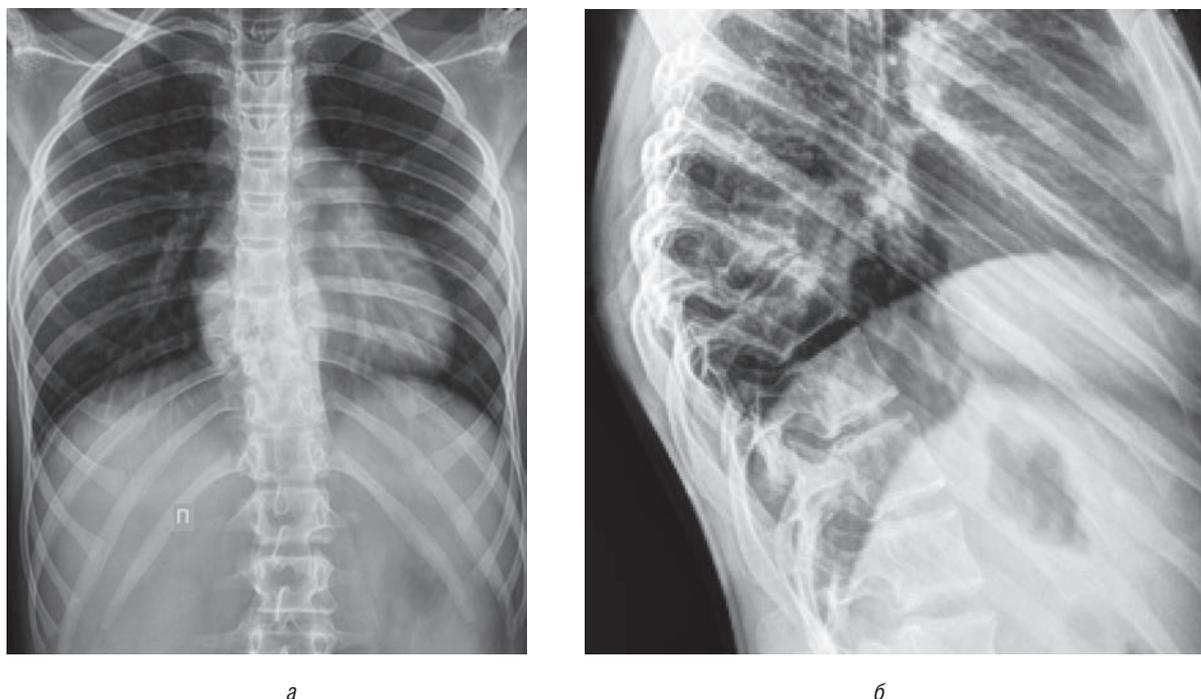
Рентгенограммы грудного отдела позвоночника пациентки Г., 12 лет, прямая (а) и боковая (б) проекции. Паравертебральные абсцессы на уровне $Th_{VIII}-Th_X$, локальная угловая кифотическая деформация
